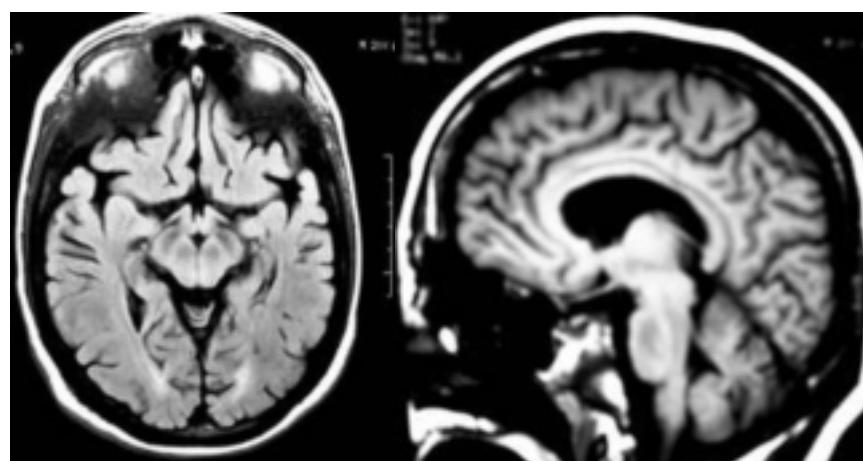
Resonancia magnética. Atrofia corticosubcortical.
